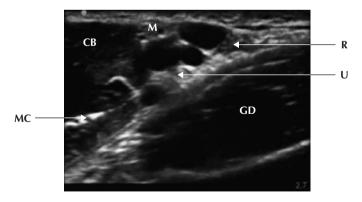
Image échographique du paquet vasculonerveux axillaire.CB: muscle coracobrachial, GD: muscle grand dorsal, M: nerf médian, R: nerf radial, U: nerf ulnaire, MC: nerf musculocutané.
